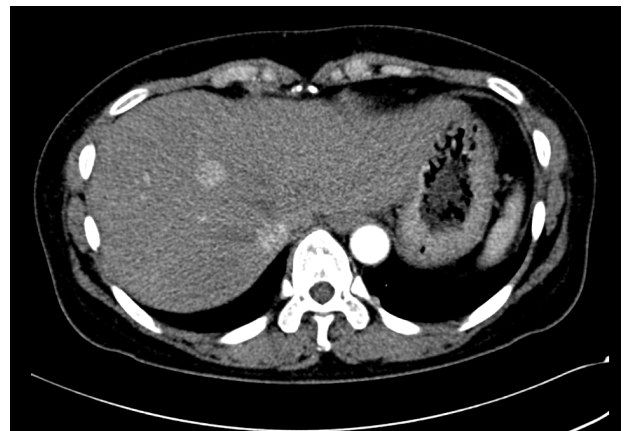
On postcontrast arterial phase CT scan, a homogeneously enhancing mass (1.5×2.0 cm) is seen in the segment 4 of liver with isoattenuation on both portal and delayed phase images (not shown).
